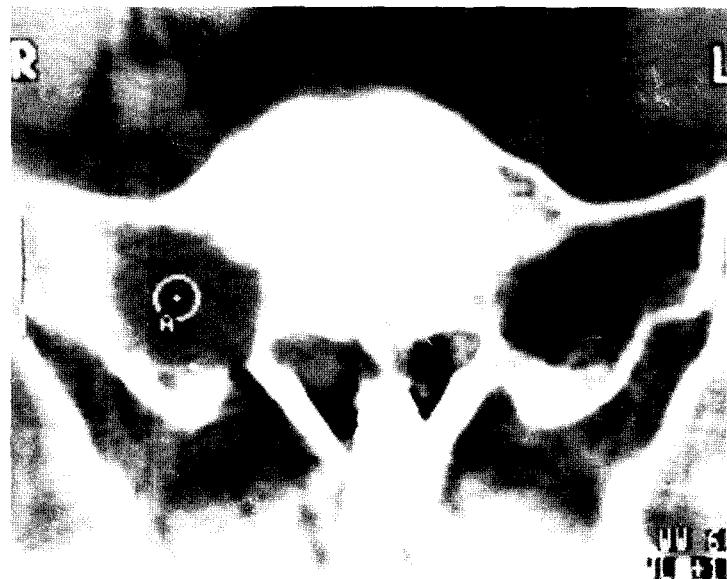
Pelvic CT scan. Osteolytic lesion in the right sacrum.
